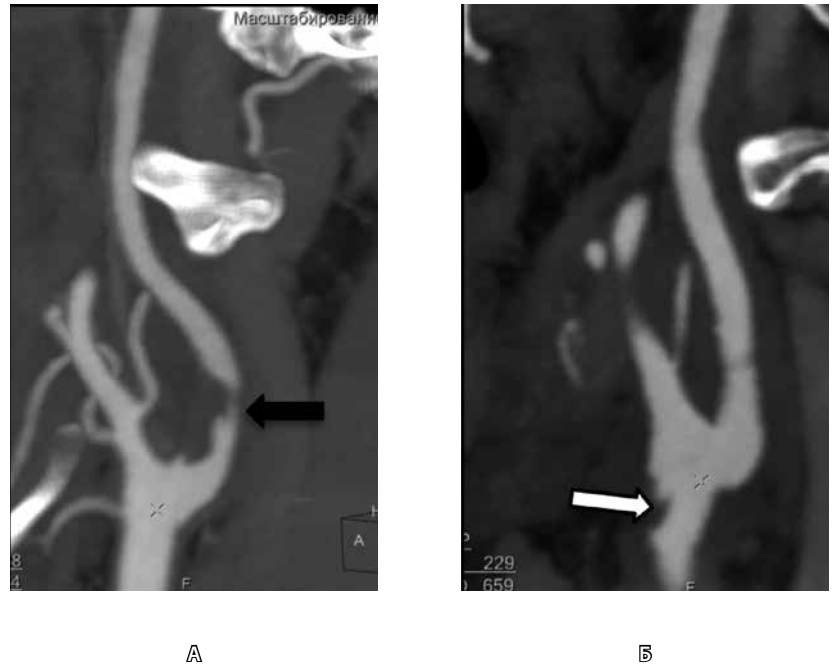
Послеоперационные изменения после эверсионной каротидной эндартерэктомии, требующие наблюдения. А – предоперационная МСКТ, артериальная фаза болюсного контрастирования, криволинейная реконструкция: критический стеноз на уровне луковичи внутренней сонной артерии (черная стрелка); Б – послеоперационная МСКТ, криволинейная реконструкция: на уровне бифуркации общей сонной артерии визуализируется пристеночный дефект контрастирования с неровным контуром (белая стрелка), внутренняя сонная артерия контрастируется гомогенно, с минимальной деформацией на уровне верхней зоны реконструкции
